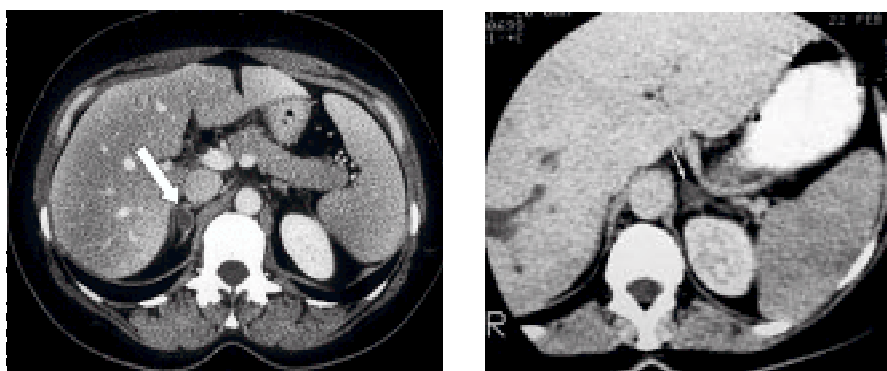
Scintigrafski, obostrano pojačano relativno vezivanje kod bolesnika sa IHA. CT nalaz identičan.
